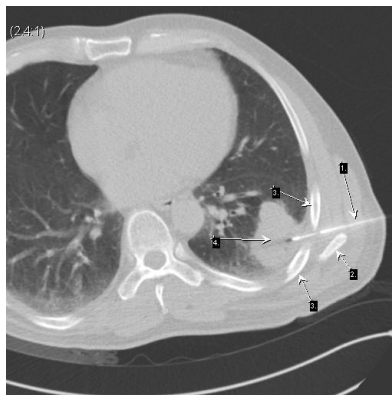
Viabilní ložisko podle PET/CT (šipka 1) s jehlou (šipka 2) tangenciálně probíhající nad bránicí a srdcem
